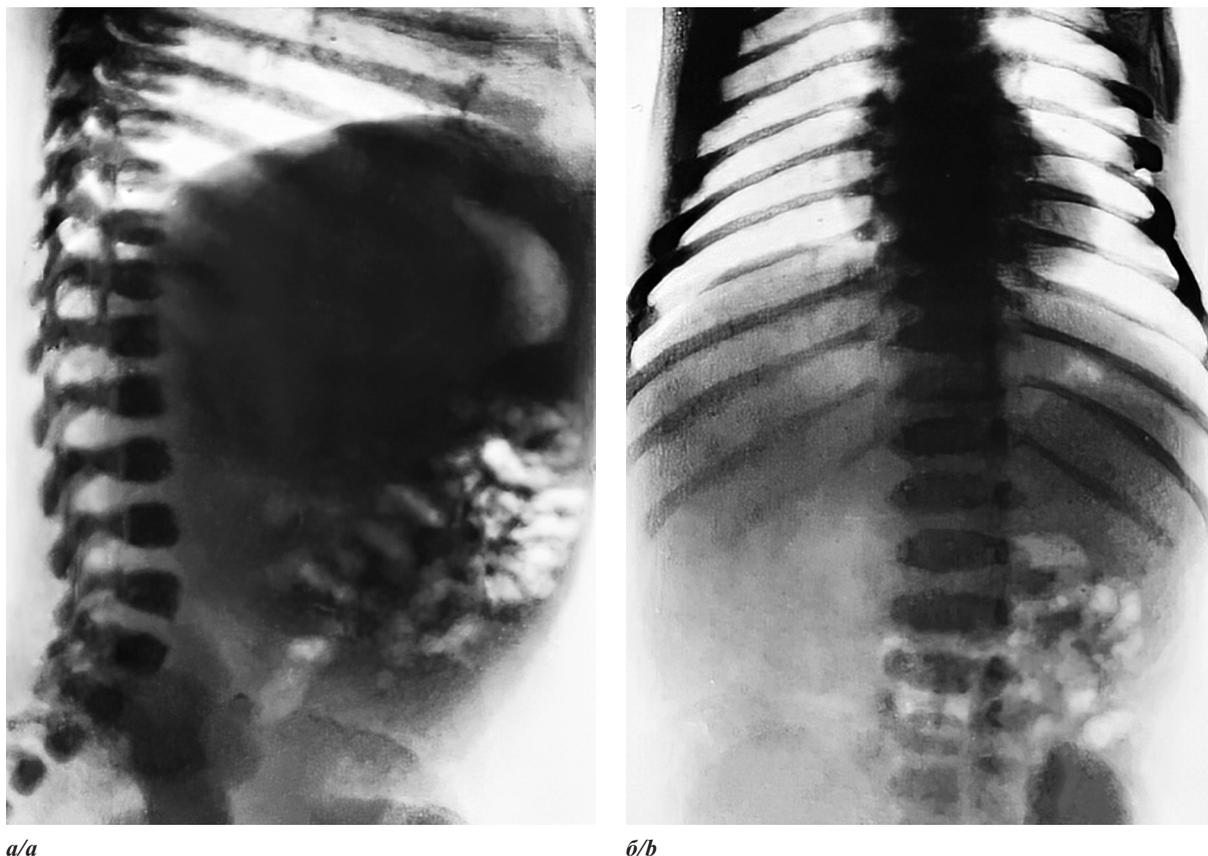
Обзорная рентгенограмма полости живота при родовой травме правого надпочечника: *a* — прямая проекция, затемнение правого фланга живота, смещение кишечных петель вниз, влево; *б* — боковая проекция, расширение тени забрюшинного пространства, смещение петель кишечника кпереди и книзу, деформация газового пузыря желудка [12]
